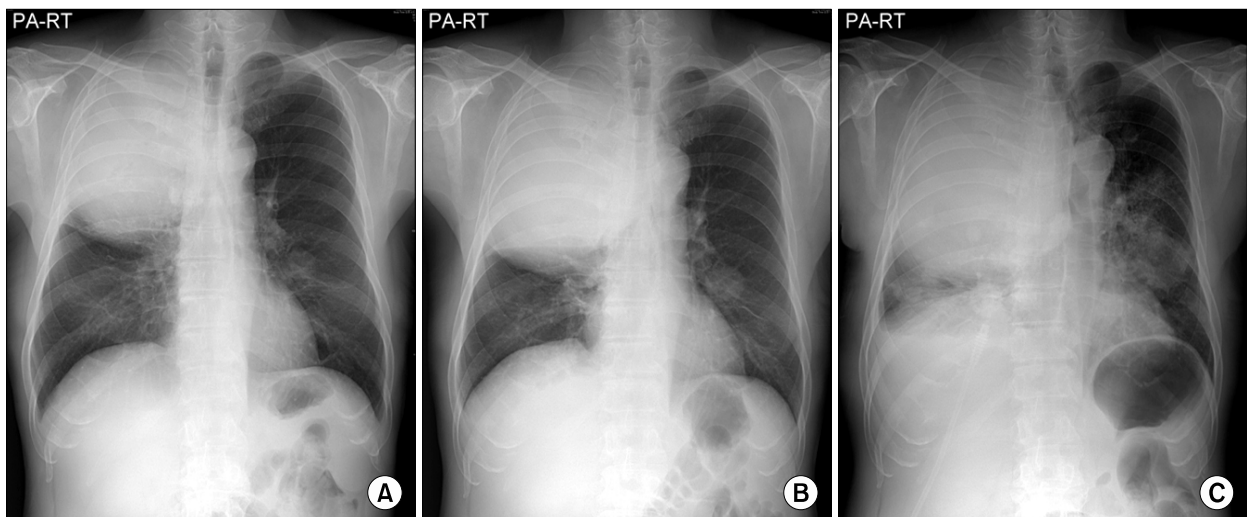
(A) Chest radiography at admission showed a huge mass with buldge out of the major fissure in the right upper lobe. (B) Chest radiography at hospital day 8 showed more enlarged large mass in the right upper lobe. (C) Chest radiography at hospital day 36 showed more enlarged mass in both lung field.
